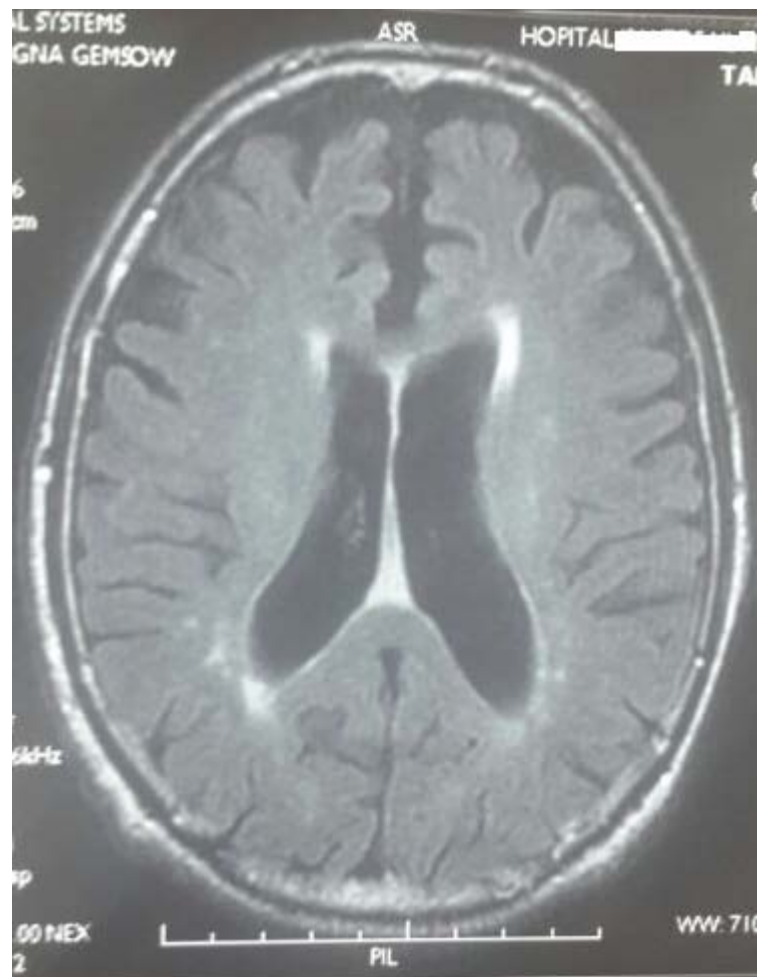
IRM encéphalique en séquence T1 en coupe axiale chez un patient atteint de démence vasculaire qui montre un hypersignal periventriculaire de la substance blanche en rapport avec une leucoraiose.
